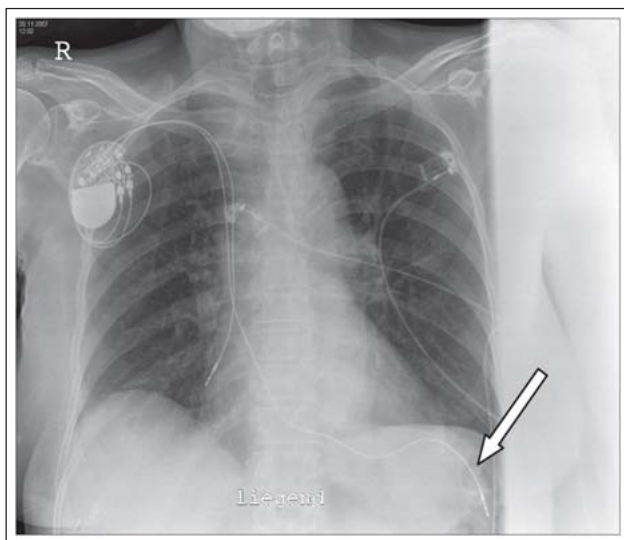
Thoraxröntgen: Die perforierte rechtsventrikuläre Sonde stellt sich im linken Sinus phrenicocostalis dar. Es besteht kein wesentlicher Pleuraerguss.
